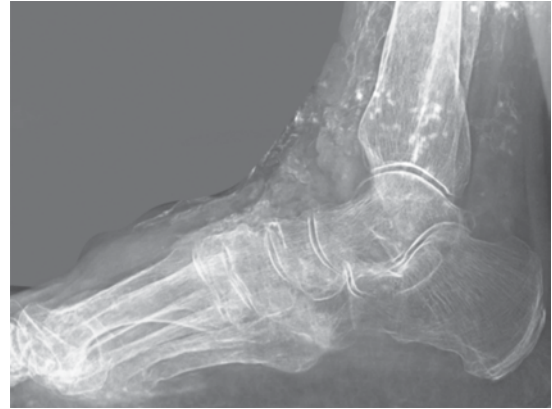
Radiografía simple lateral del pie derecho. Se observa la erosión sobre la cortical en la zona del metatarso.
